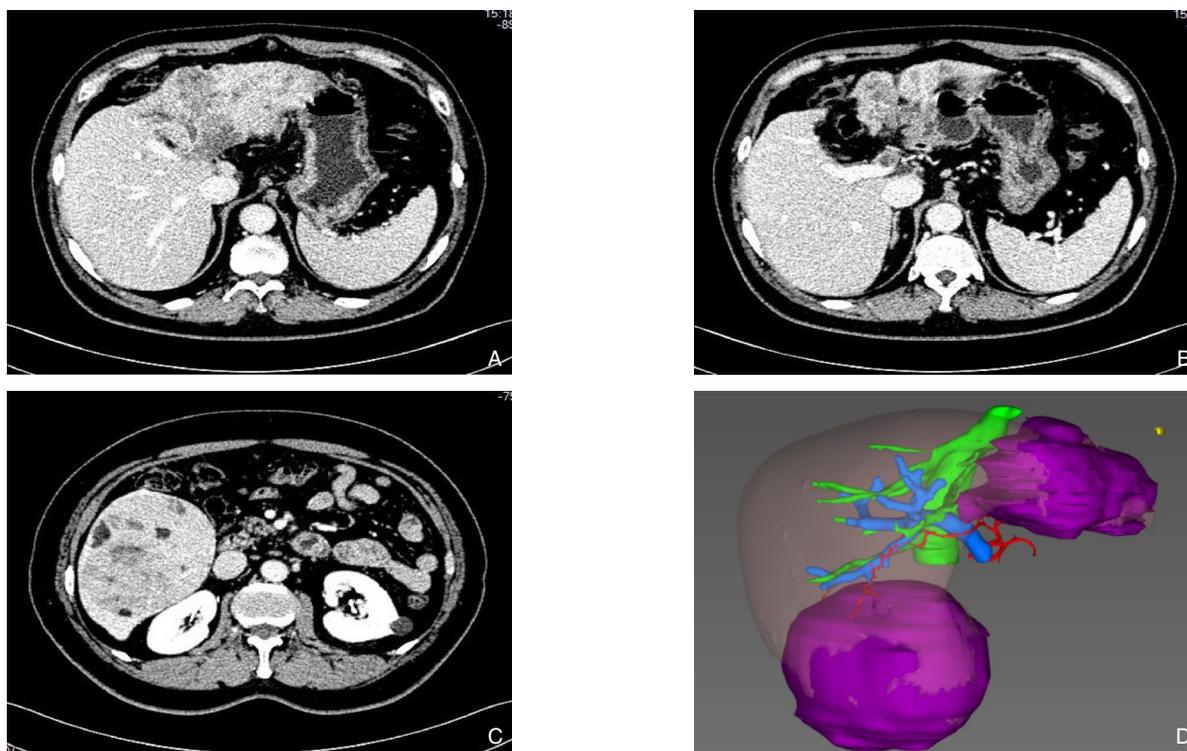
腹部CT图像 A: 肝左叶病灶; B: 门静脉左支癌栓; C: 肝右叶病灶; D: 三维重建
